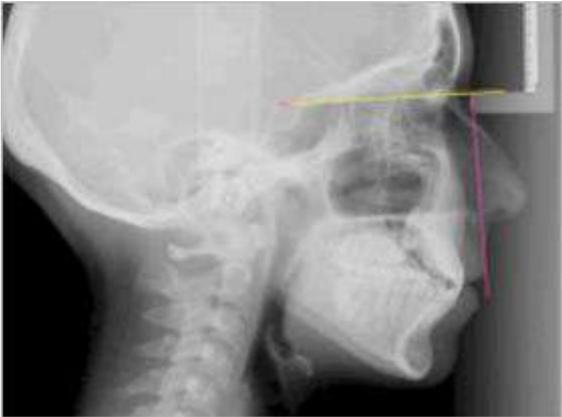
position incorrecte, trop postérieure de l'IMS sur la téléradiographie
